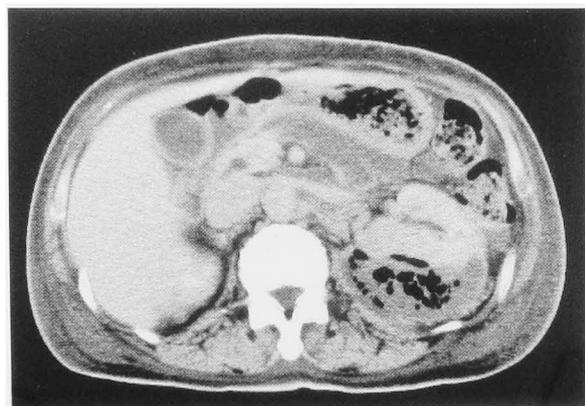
Enhanced CT of case 1 revealed the enlarged, heterogeneously enhanced left kidney containing gas.
